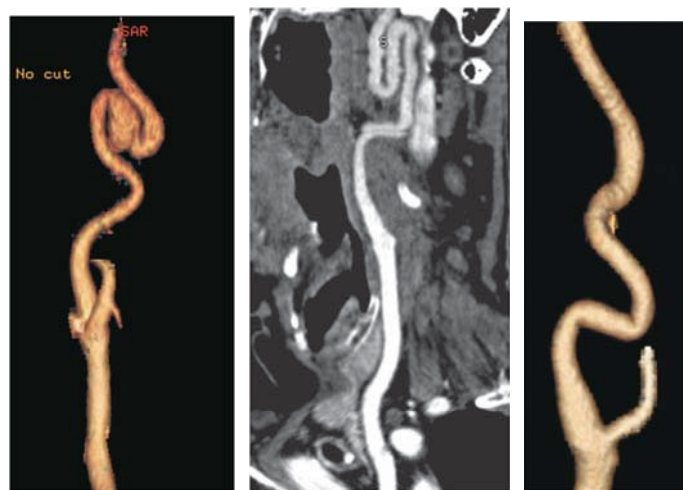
МСКТ-ангиограммы. Виды поражения внутренних сонных артерий. а, б – петля с развитием аневризмы; в – гемодинамически значимая извитость.
